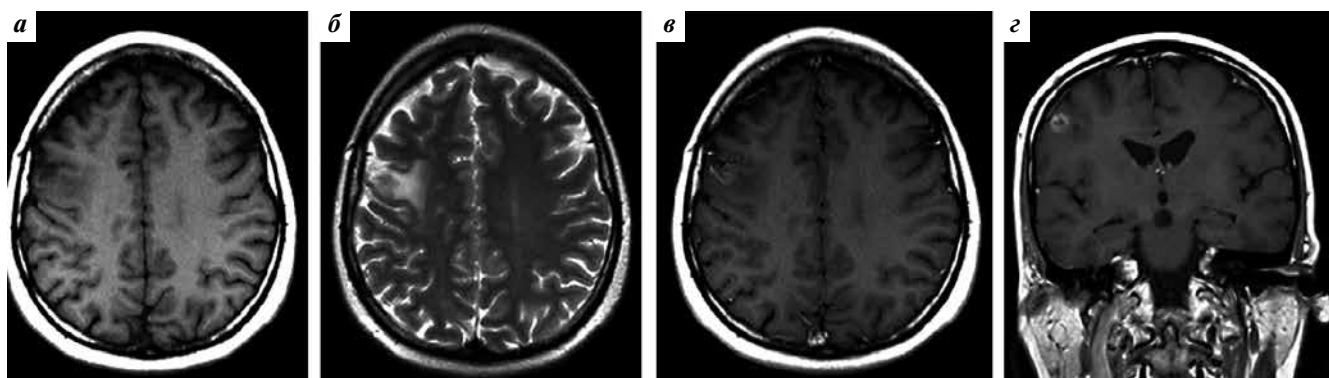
Магнитно-резонансная томография головного мозга пациентки Б. от 10.04.2014 в режимах T1-взвешенных изображений (ВИ) (а), T2-ВИ (б) и T1-ВИ после внутривенного контрастирования (в, г). Увеличение размеров очагового образования в правой лобно-теменной области, накапливающего контрастный препарат по периферии и окруженного небольшой зоной отека
